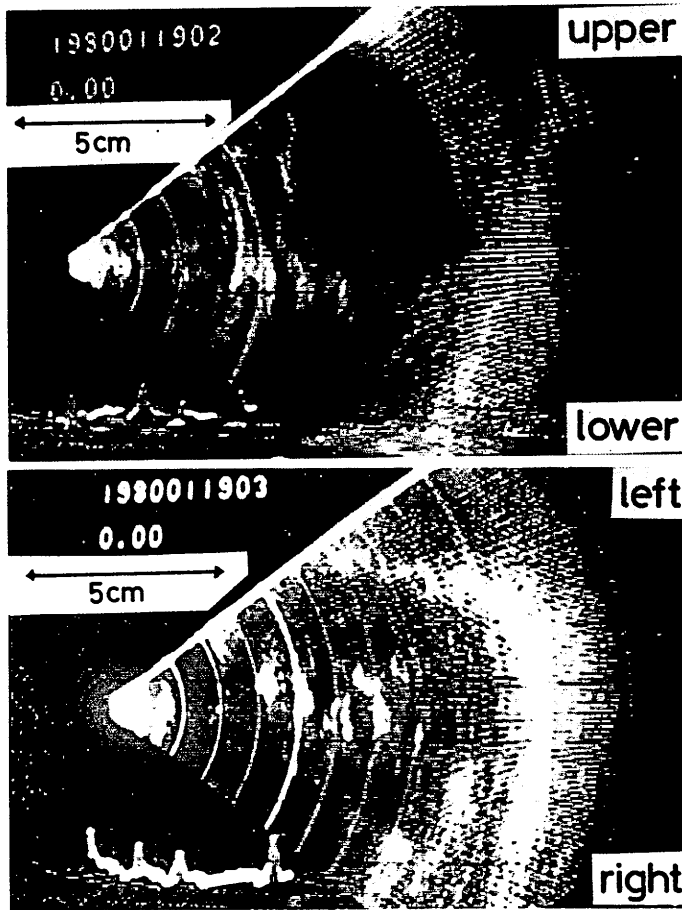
Echocardiographic long-axis (upper panel) and short-axis (lower panel) sections of the mitral valve (02・18・35・8, H.N. 56F, U8045).
